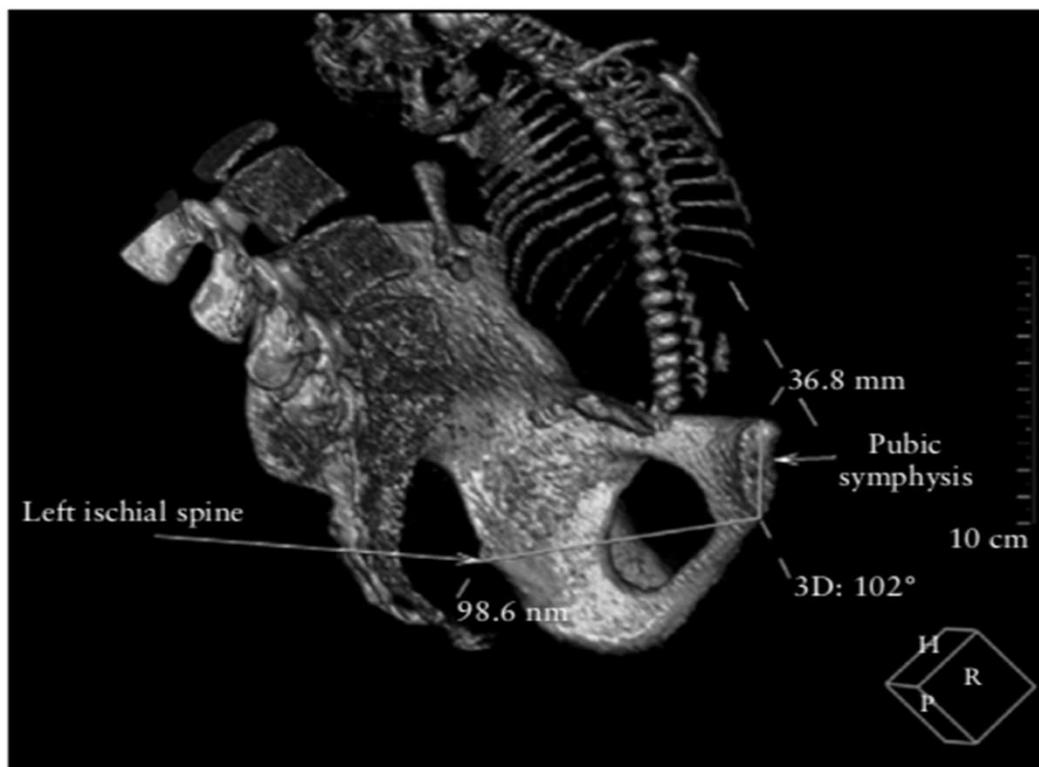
Measurement of symphysis–ischial spine angle (in degrees) from a three-dimensional reconstruction of a pelvic computed tomography scan.
